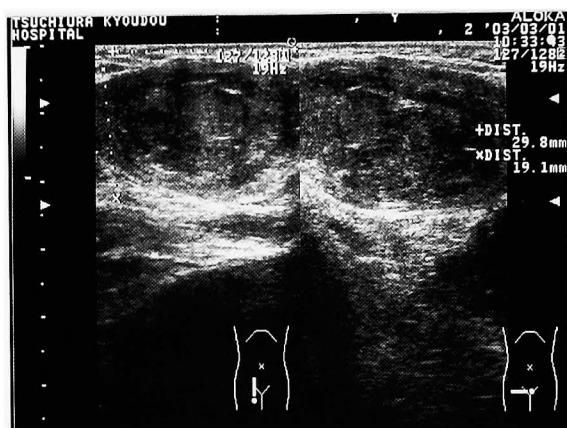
Scrotal ultrasonography shows a heterogeneous mass in the right inguinal region.
